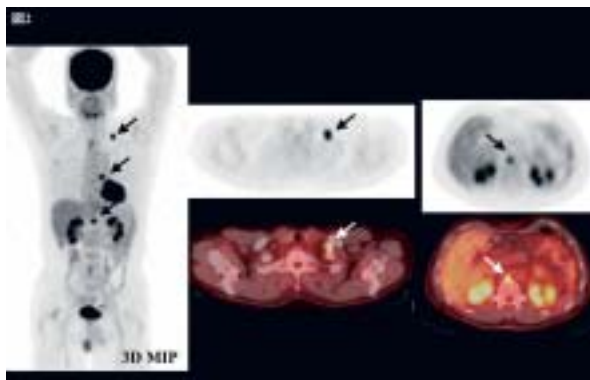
F-18 FDG PET/CTによる食道癌術後の再発巣の検出
